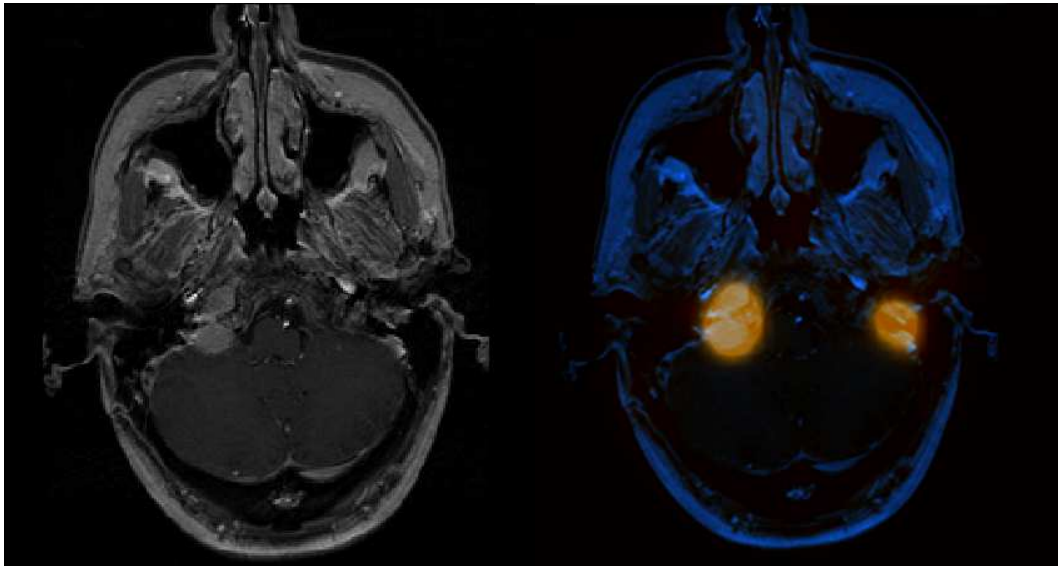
MRT (linkes Bild) und koregistriertes PET/MRT (rechtes Bild) eines Patienten mit Lokalrezidiv (links) eines Glomustumors sowie einer Neumanifestation rechts. Während die Neumanifestation sowohl in MRT wie auch PET Bildern offensichtlich ist, kann das linksseitige Lokalrezidiv in der MRT übersehen werden, da Narbengewebe ebenfalls eine Kontrastmittelaufnahme zeigen kann. Bild angepasst aus [2].
